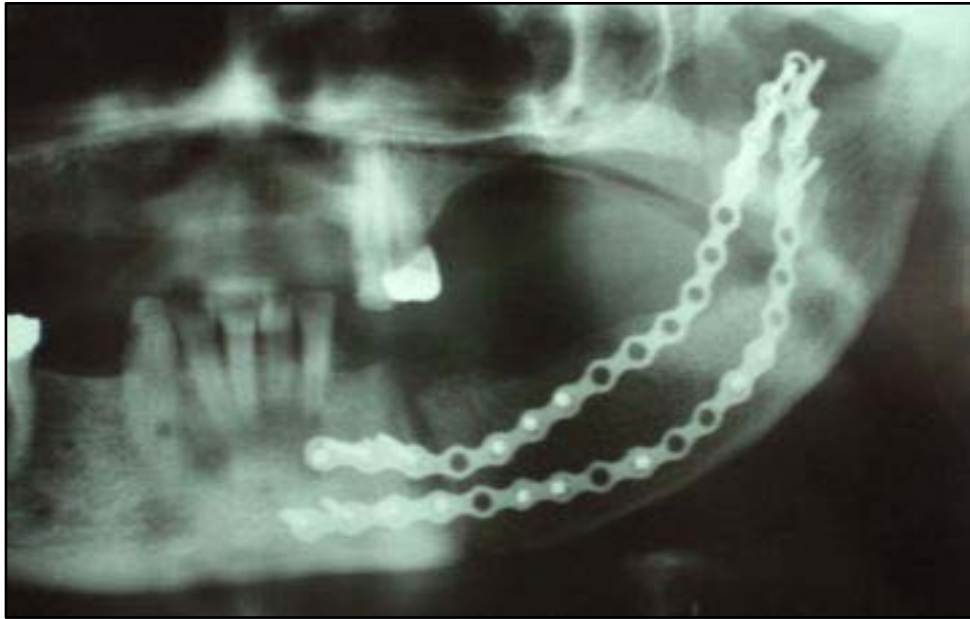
Radiographie panoramique dentaire 4 mois après chirurgie montre une bonne intégration de la greffe osseuse et une bonne consolidation de la fracture.
